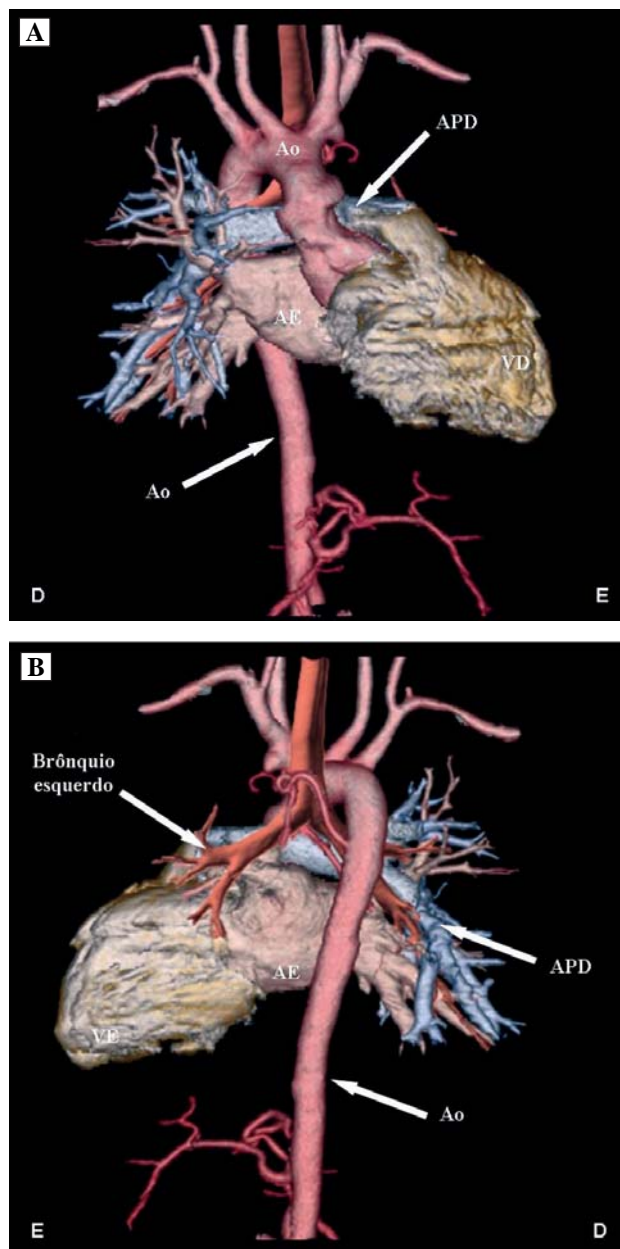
A: Tomografia computadorizada de múltiplos detectores em vista anterior demonstrando com clareza a agenesia da artéria pulmonar esquerda. B: Vista posterior com a aorta descendente à direita. AE: átrio esquerdo, VE: ventrículo esquerdo, VD: ventrículo direito, APD: artéria pulmonar direita, Ao: aorta
